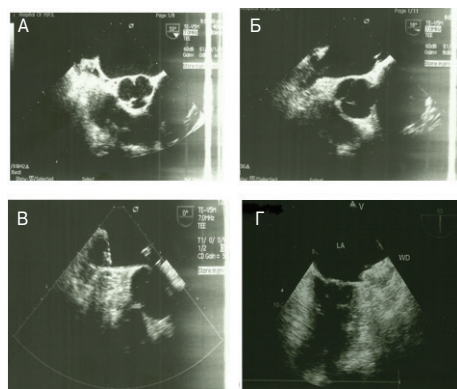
(А, Б, В, Г). Чреспищеводная эхокардиография (контроль во время вмешательства).
